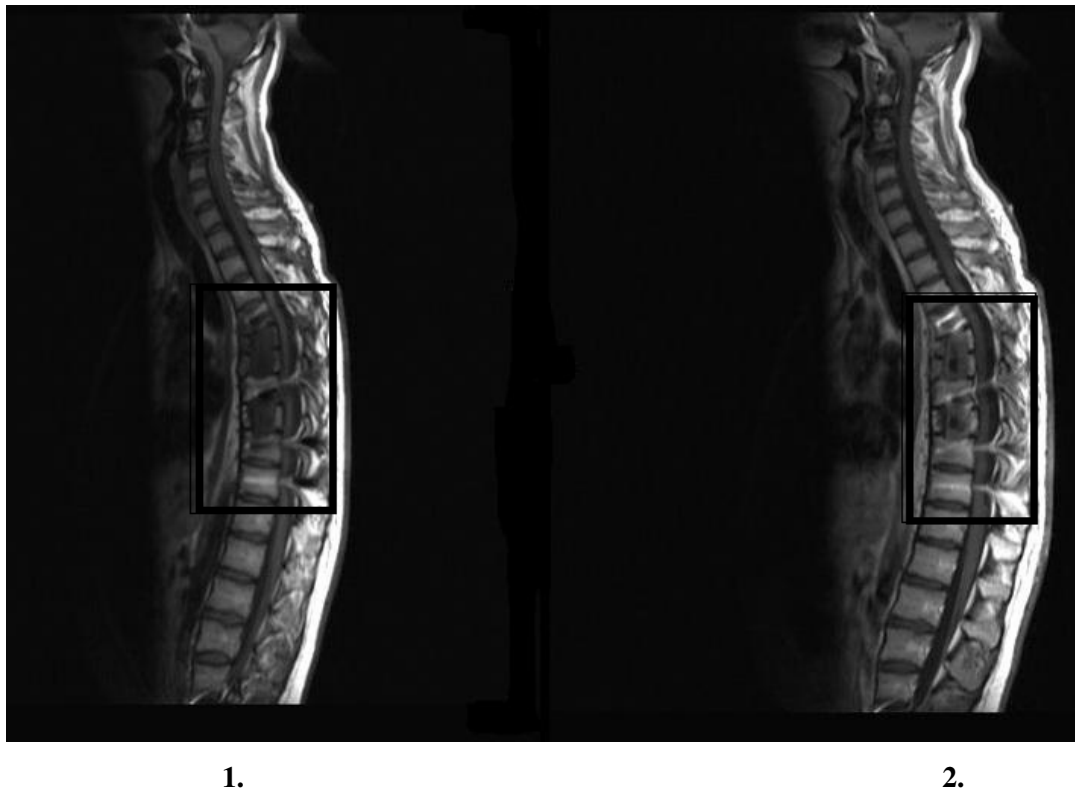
Fallbeispiel mit MRT (T 1 Wichtung): 1. ohne KM, 2. mit KM (Quelle: FSU Klinikum Jena)
